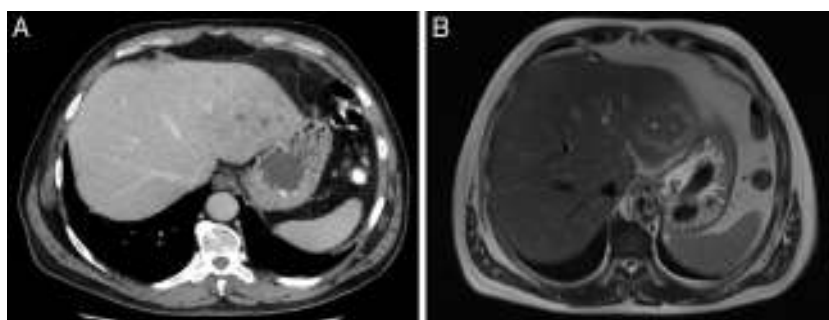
A) TC abdominal. Lesión hepática de 8 cm en los segmentos II y III, de densidad heterogénea, con zonas de menor densidad confluentes en su interior. B) RMN de hígado. T2 donde se observa lesión isointensa en los segmentos II y III, con zonas de aspecto quístico-necrótico en su interior y edema perilesional.
